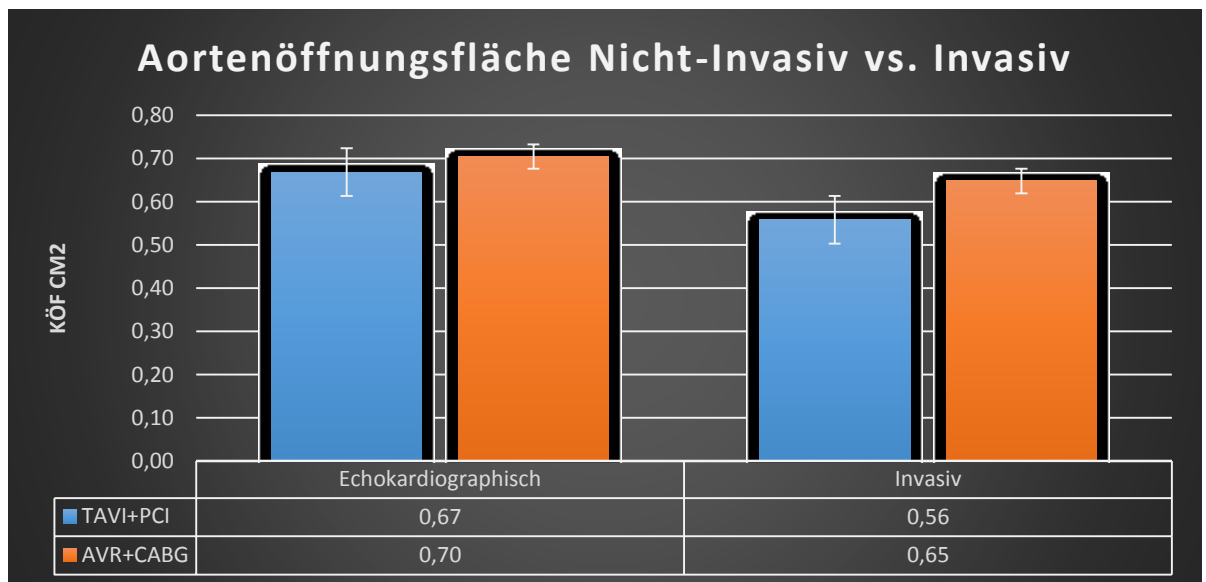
Aortenöffnungsfläche, Vergleichende Gegenüberstellung der echokardiographischen und invasiven Messungen
